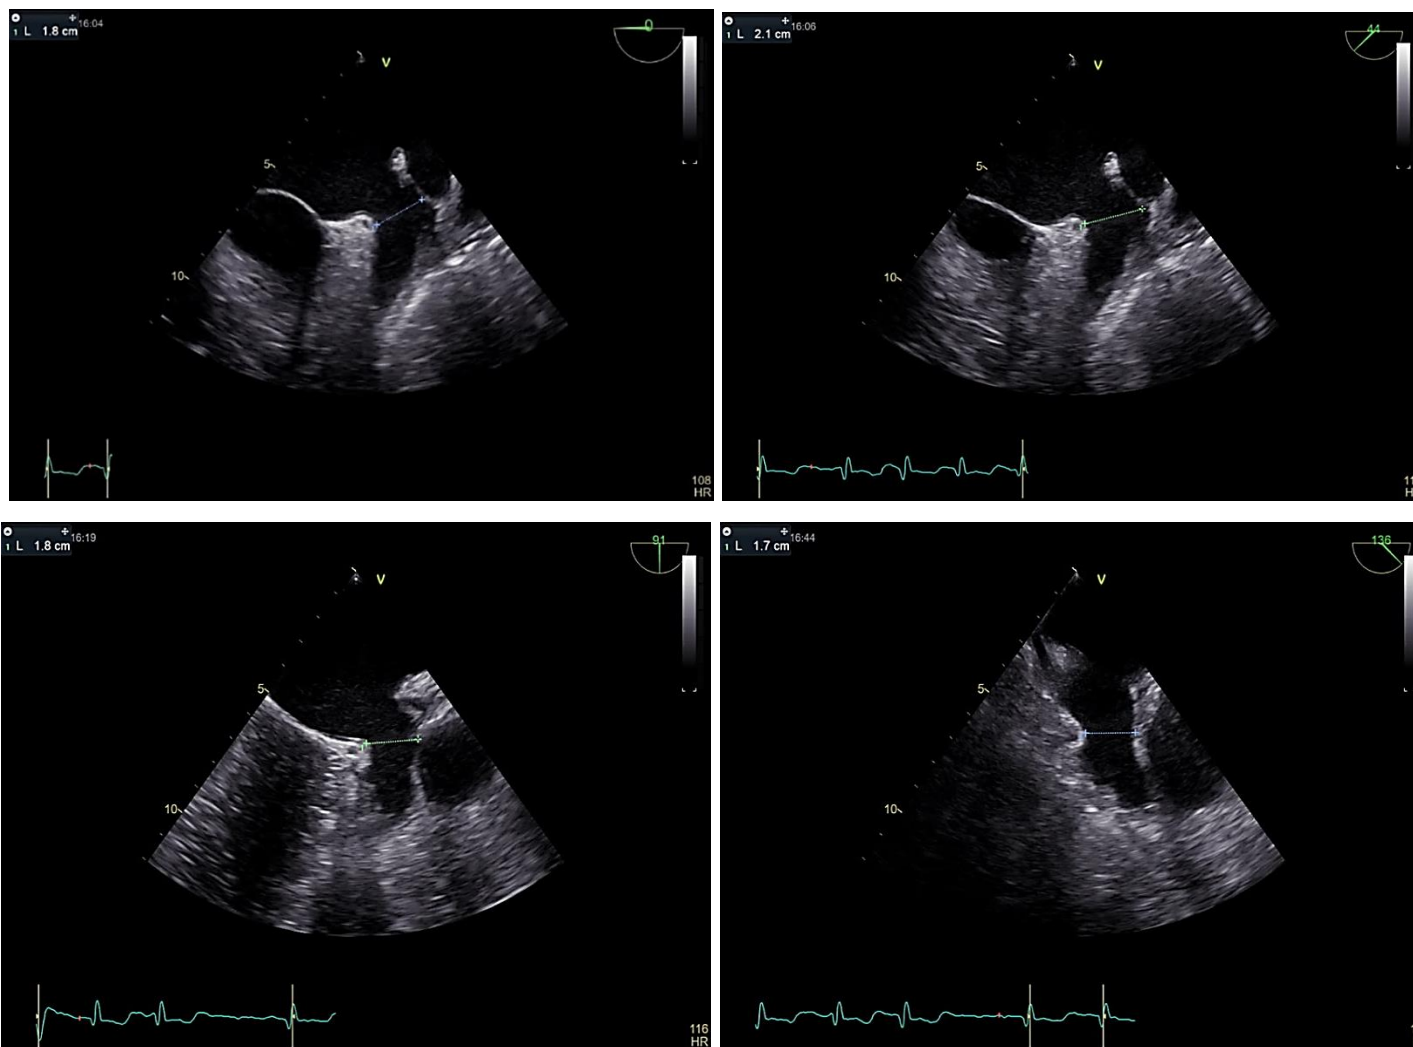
Чреспищеводная эхокардиография у пациента А. с измерением основания ушка левого предсердия в позициях 0°, 45°, 90°, 135°. Максимальный диаметр основания ушка левого предсердия составил 21 мм, что соответствует диаметру окклюдера Watchman 24 мм
